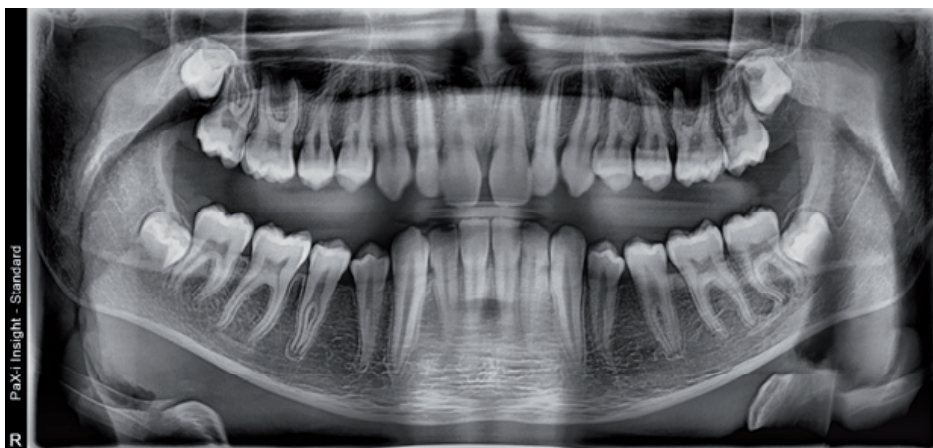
Panoramic X-ray
